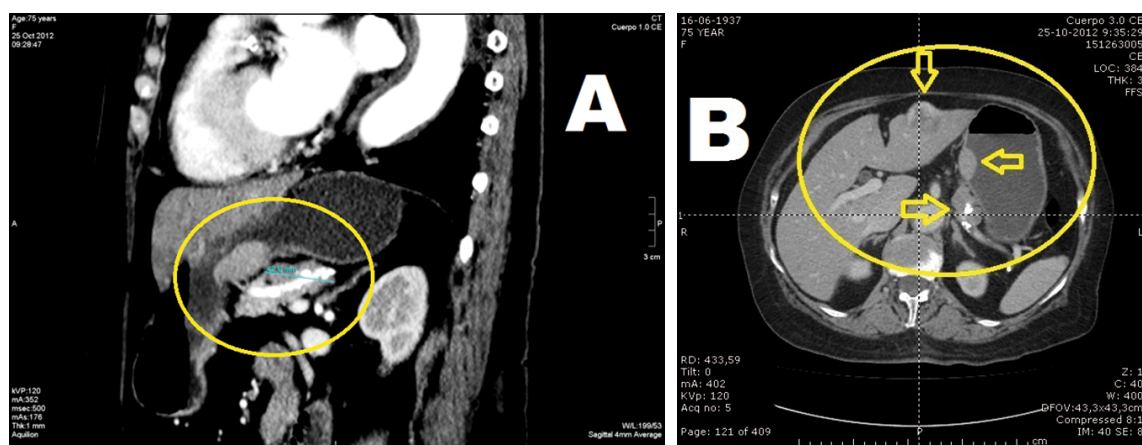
A. TC abdominal, corte sagital. El GIST gástrico y el tumor pancreático se encuentran en relación íntima sin infiltración de una lesión sobre la otra. B. TC abdominal, corte transverso. Las flechas apuntan cada una hacia los 3 tumores encontrados en esta paciente. Se observan las relaciones entre el hemangioma hepático, el tumor pancreático y el GIST gástrico.
